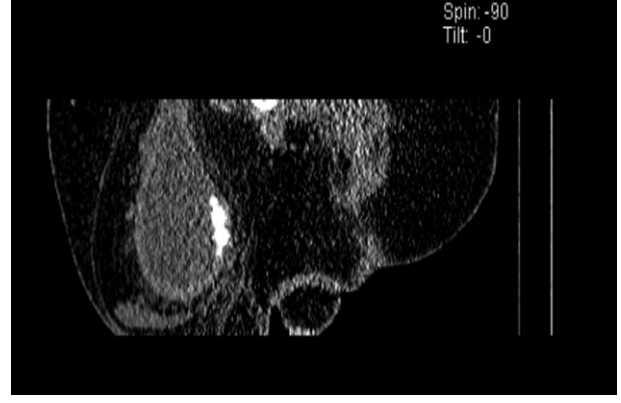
Bilgisayarlı tomografide mesane herniasyonu ve mesane taşları
